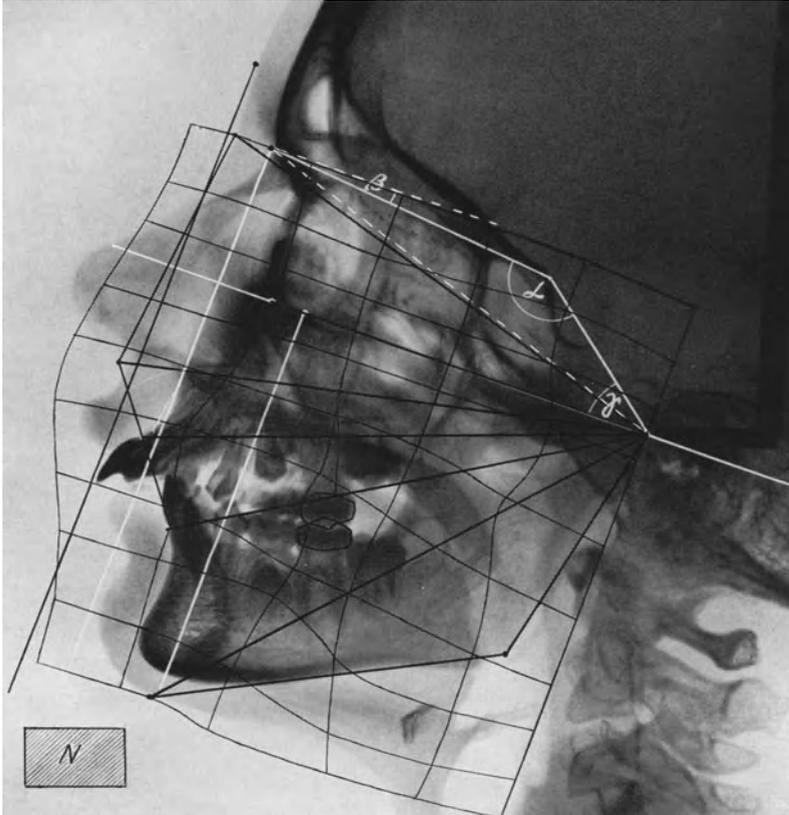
Fernröntgenbild einer „Kieferkompression mit oberer frontaler Protrusion bei Distalbiß“, ausgewertet nach der Netzmethode.
